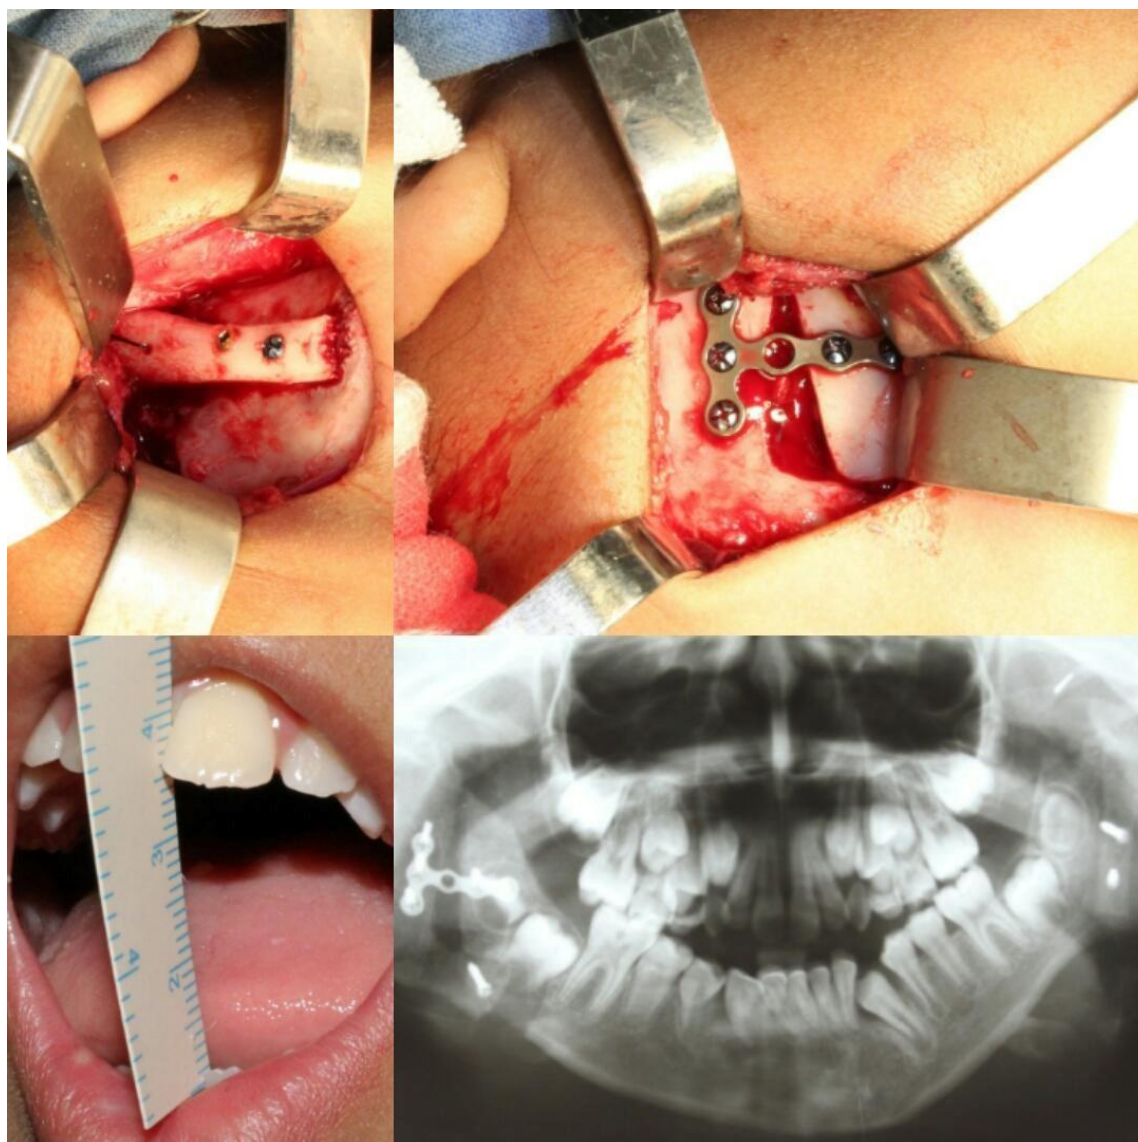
A) Fixação do enxerto costochondral. B) Fixação do avanço Mandibular com sistema placa-parafuso de 3mm. C) Abertura Máxima Interincisal Pós-Operatória de 35mm. D) Radiografia Panorâmica Pós-Operatória.
